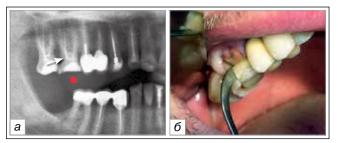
З. Пац. Т., 57 лет. Продольный перелом корня 1.6 зуба. На рентгенограмме (а) и рисунке (б) видна вероятная причина перелома зуба перелома зуба в виде обширной реставрации коронковой части 1.6 зуба и суперконтакта с антагонистом — 4.6 зубом ●
